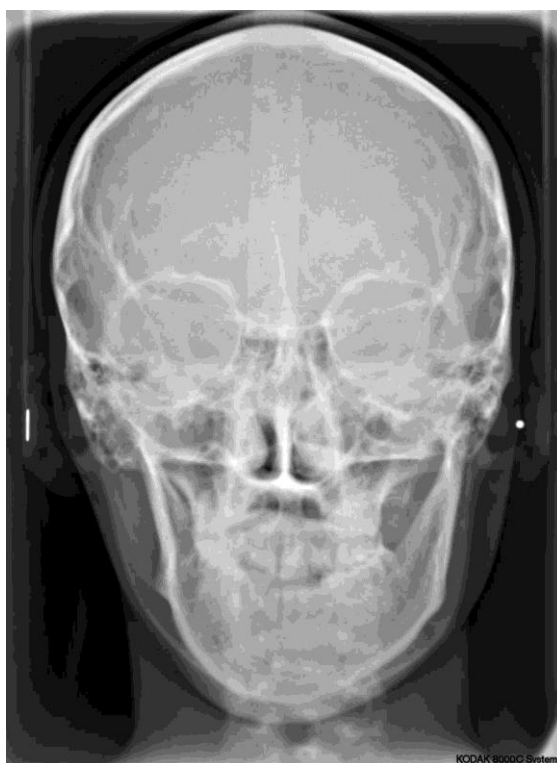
Рентгенологический снимок черепа во фронтальной проекции пациентки К. до операции
